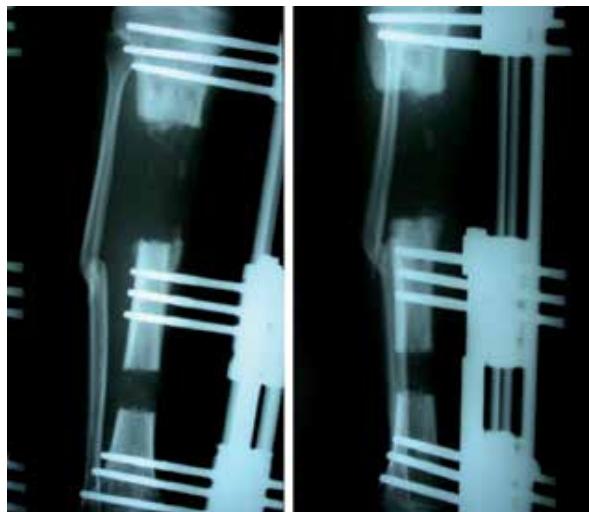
Radiografías AP y lateral de pierna derecha. Control posquirúrgico 8 días después de inicio de distracción
